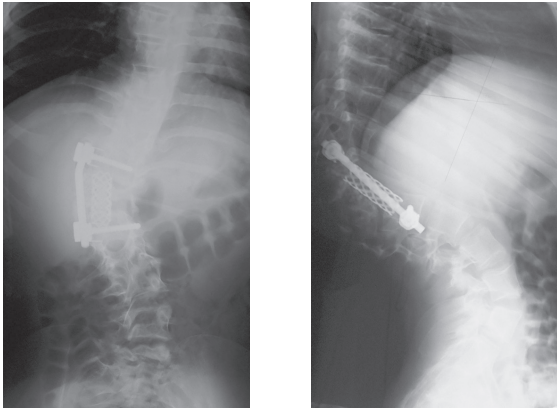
Рентгенограммы через 5 месяцев после операции
